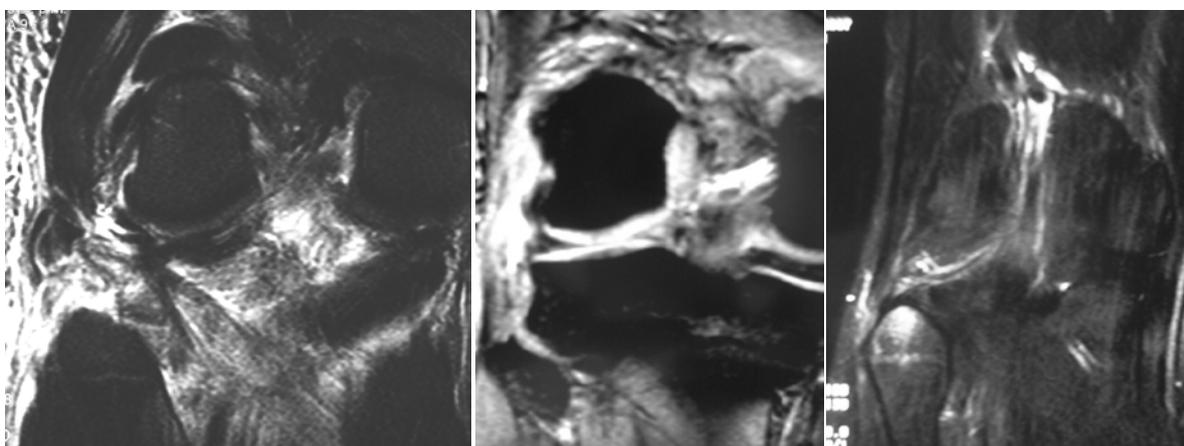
RMN, cortes oblicuos coronales. Lesión de partes blandas y edema óseo en el peroné proximal
